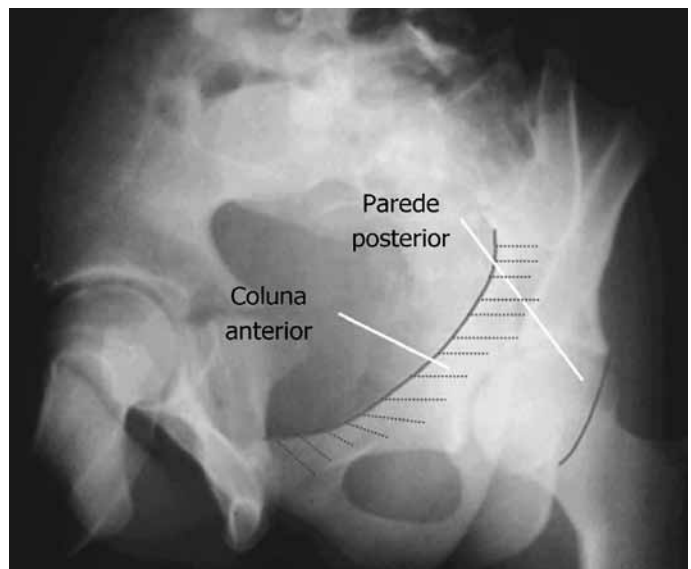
Radiografia de bacia em incidência foraminal do quadril esquerdo.
